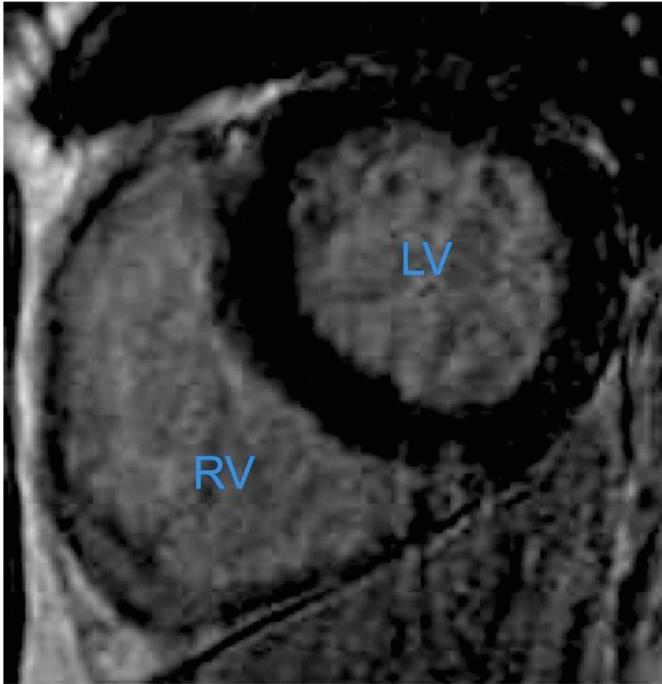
Unauffälliges MRT. Abgebildet im Zweikammer-Blick. Ein *Late Enhancement* ist nicht abgrenzbar.
